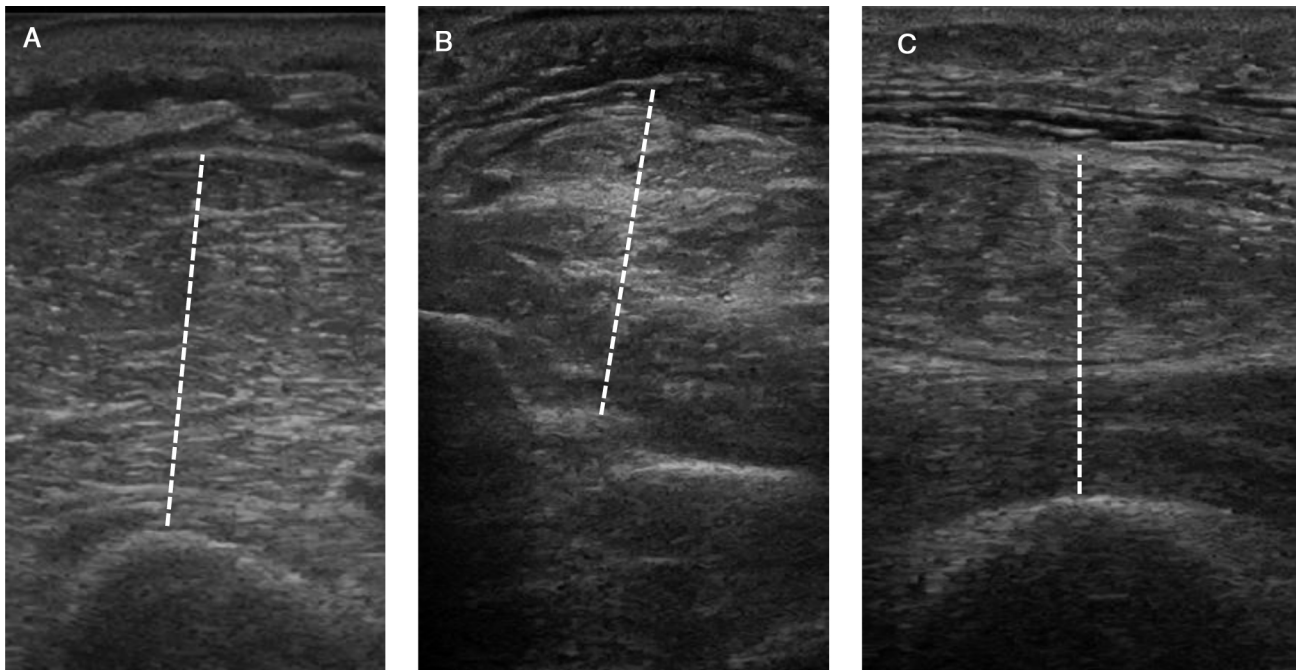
Ecografía muscular periférica. Espesor muscular evaluado a nivel de la logia flexora del brazo (A), logia flexora del antebrazo (B) y cuádriceps (C).
